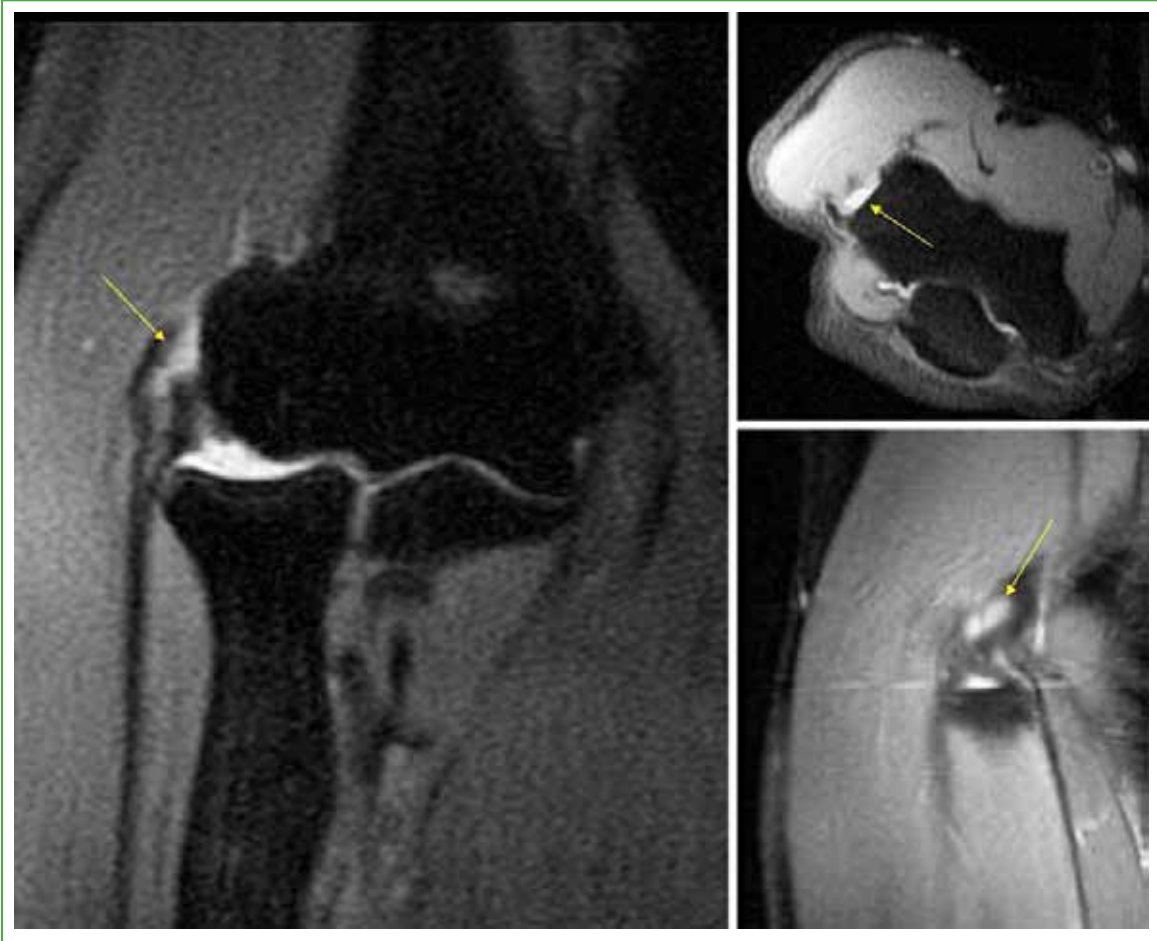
Resonancia magnética en secuencias T2 con supresión grasa. Desgarro parcial del tendón segundo radial en la inserción proximal en relación con un cuadro clínico de epicondilitis lateral.
